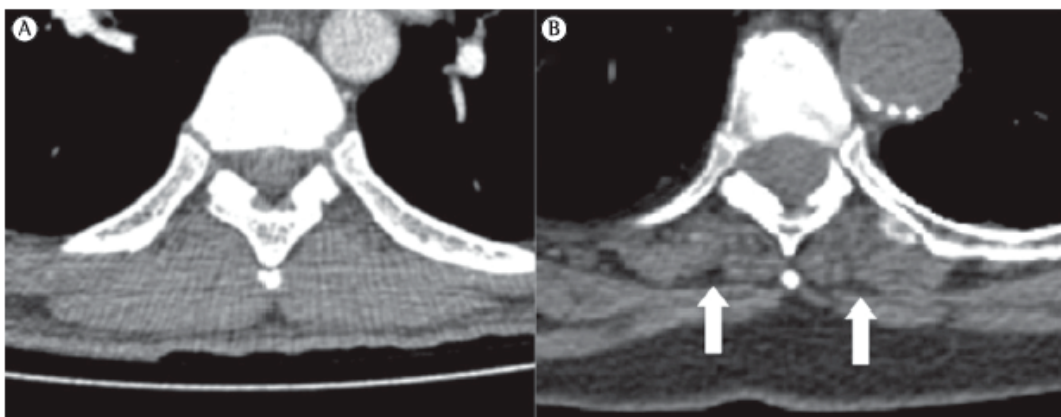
Imagens de TC. Em A, indivíduo de 25 anos e, em B, indivíduo de 86 anos. Compare a espessura da musculatura parietal. Observe também a lipossustituição (áreas hipodensas) dos músculos longuíssimos do dorso em B (setas).
